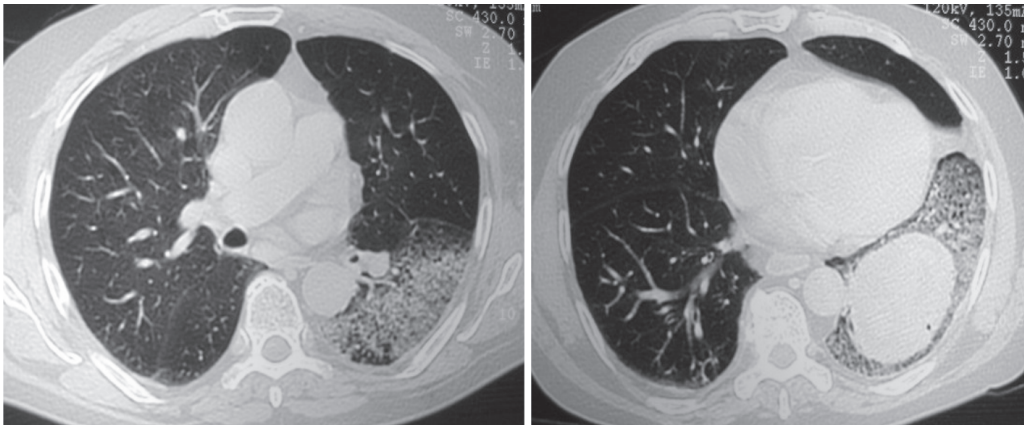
Tomografía Computada de Tórax
